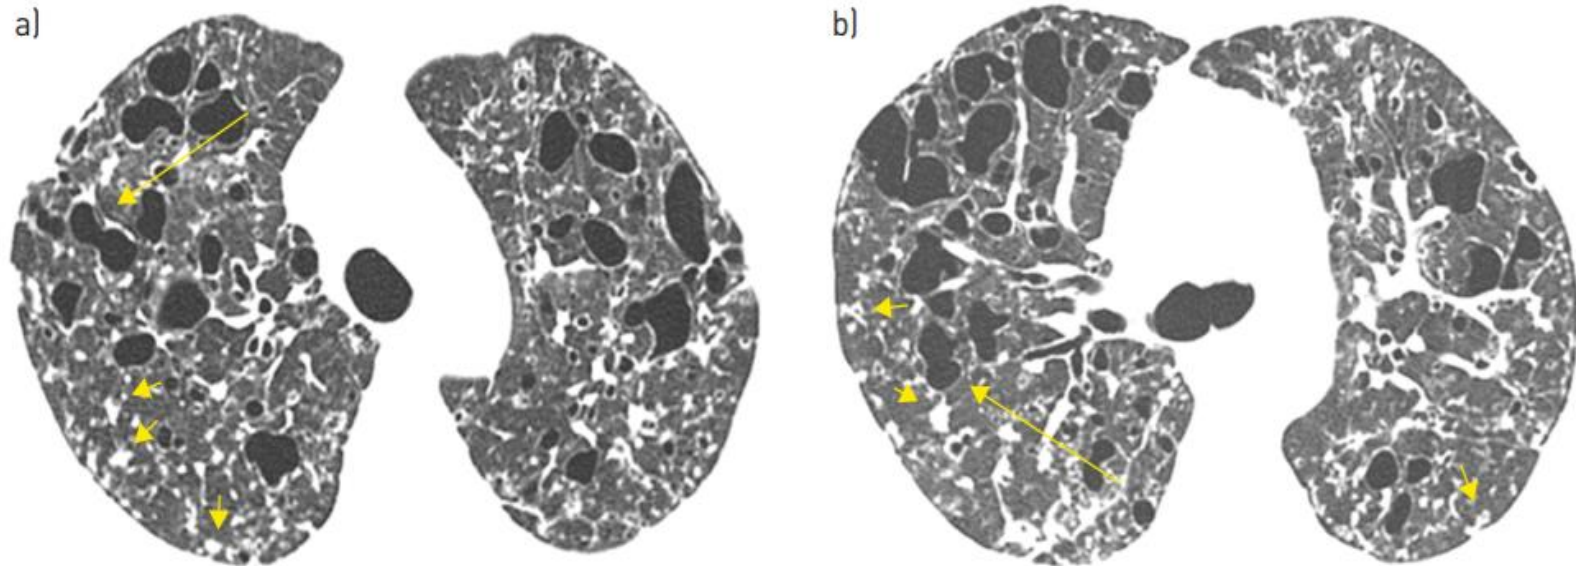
A 27-year-old man with pulmonary Langerhans cell histiocytosis. High-resolution computed tomography scans of a) upper and b) middle lung regions show multiple thin-walled cysts, some with irregular shapes (arrows), in both lungs. Multiple small nodules (short arrows) are also present.
